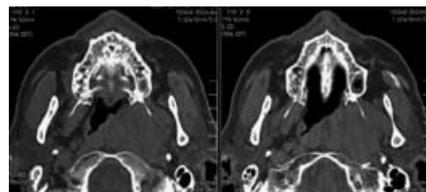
Imaging pre-trattamento (TC assiale). Il tumore invade la parete postero-superiore (dal punto di passaggio fra palato duro e molle alla base cranica), la parete laterale (include la fossa di Rosenmüller) e la parete inferiore (dalla faccia superiore del palato molle)
